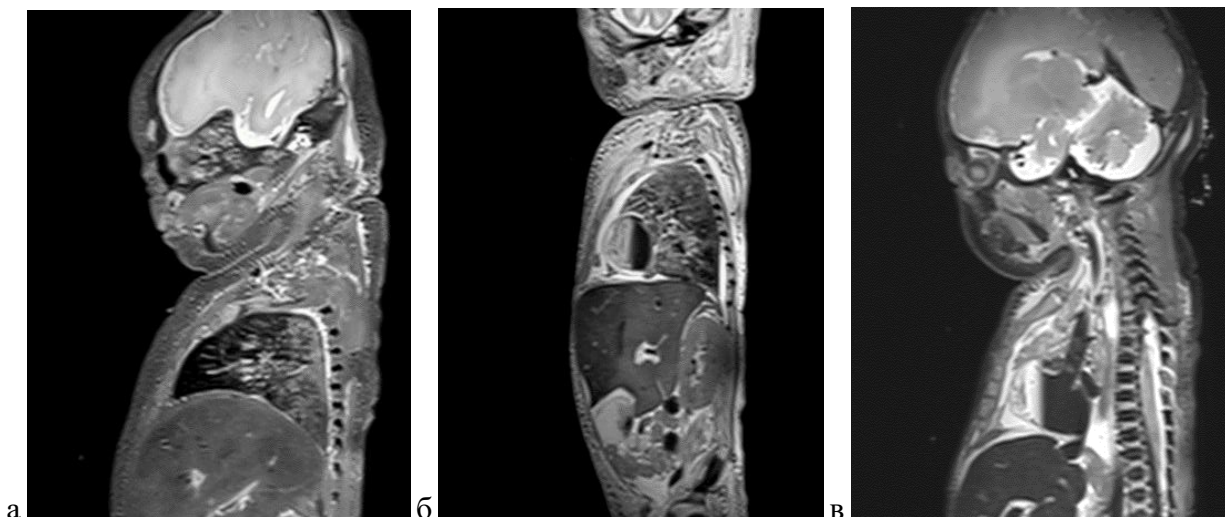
Посмертные МР томограммы умерших новорожденных, T2-ВИ: а - посмертные гипостазы в легких, б - посмертные гипостазы в ткани печени, в - посмертная седиментация крови в полости сердца
